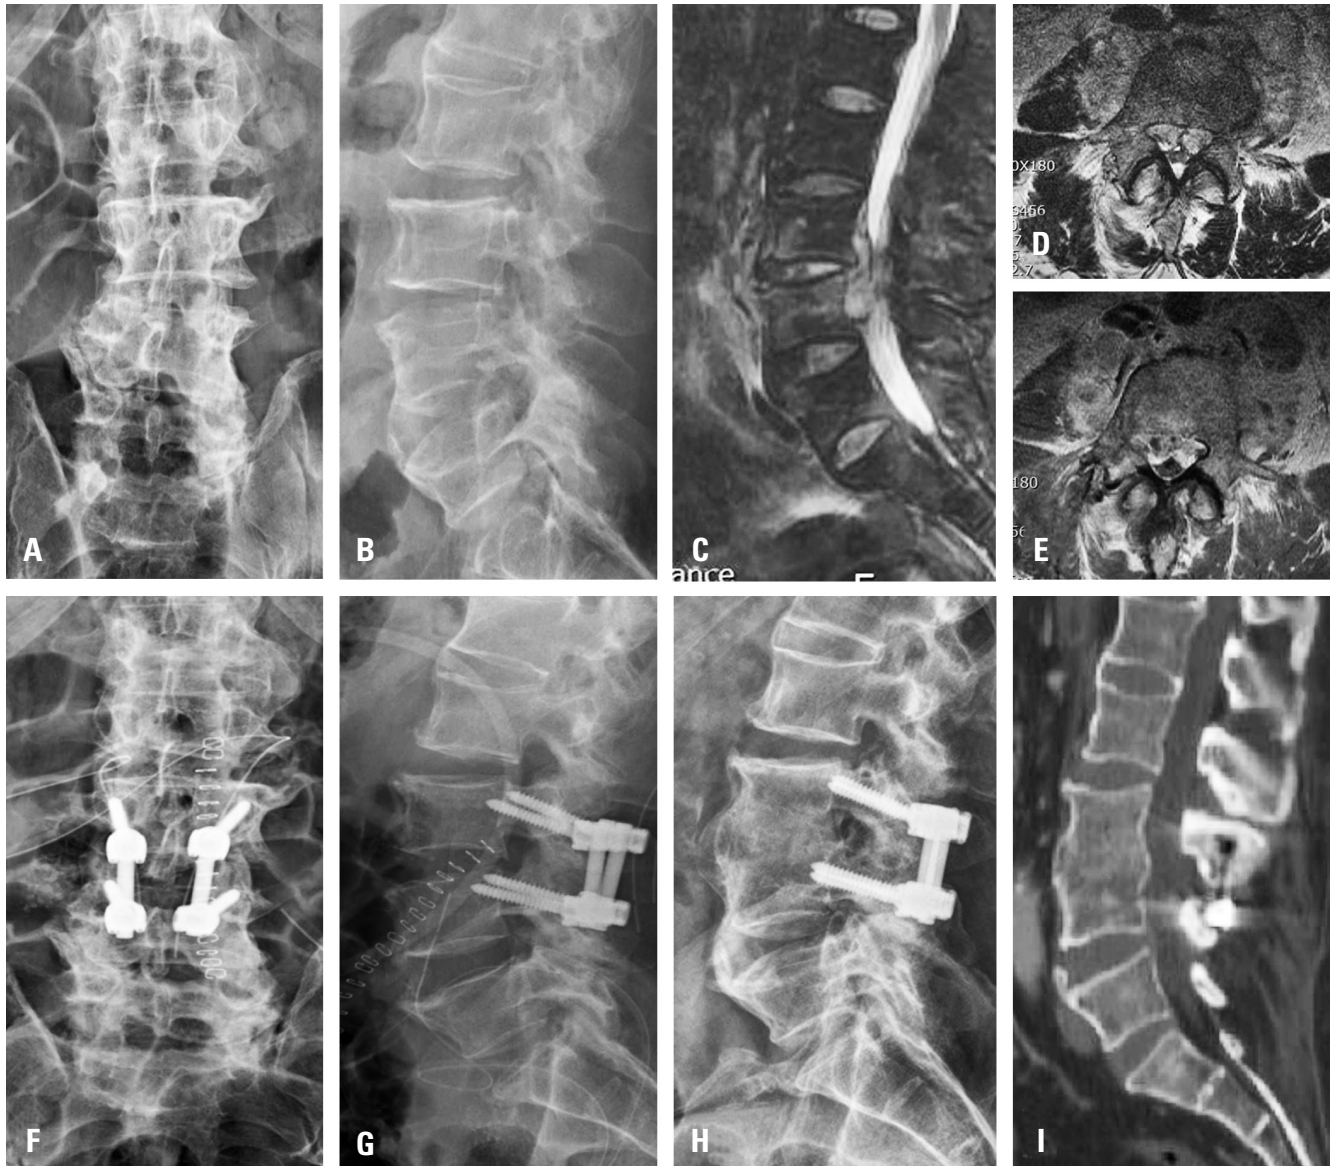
A 55 year old male patient (case No. 2). The initial plain roentgenograms from the initial period (A: AP, B: lateral) showed degenerative changes and severe ileus. The MRI showed signal changes for the L3 and L4 vertebral bodies with a huge paravertebral and epidural abscess (C: fat-suppressed T2-weighted sagittal image, D: T2-weighted axial image). Image (E) revealed the posterior extension of an infection through the right facet joint on the enhanced T2-weighted axial. The two-staged surgeries were done through L3-4 anterior interbody fusion and fixation of the posterior CBT pedicle screws (F: AP, G: lateral plain roentgenograms). After a 36 month follow-up period, plain film (H) showed a strong union and fixation of the operated area. A complete bony union is confirmed on the CT (I).
